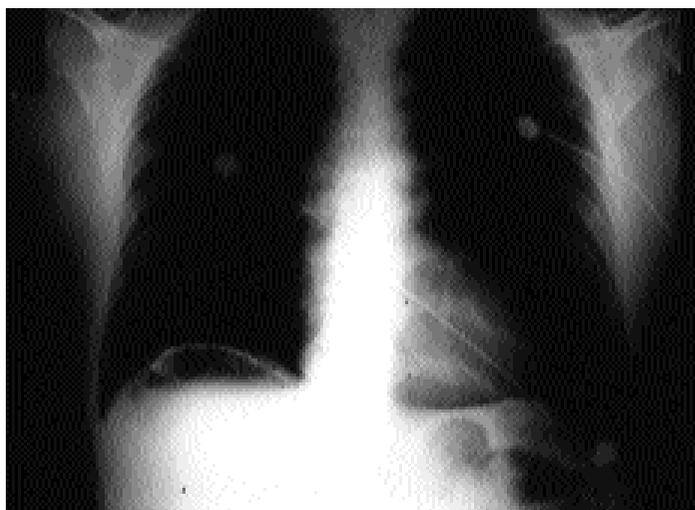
Radiografía directa que muestra elevación del diafragma y una colección subfrénica con aire.
